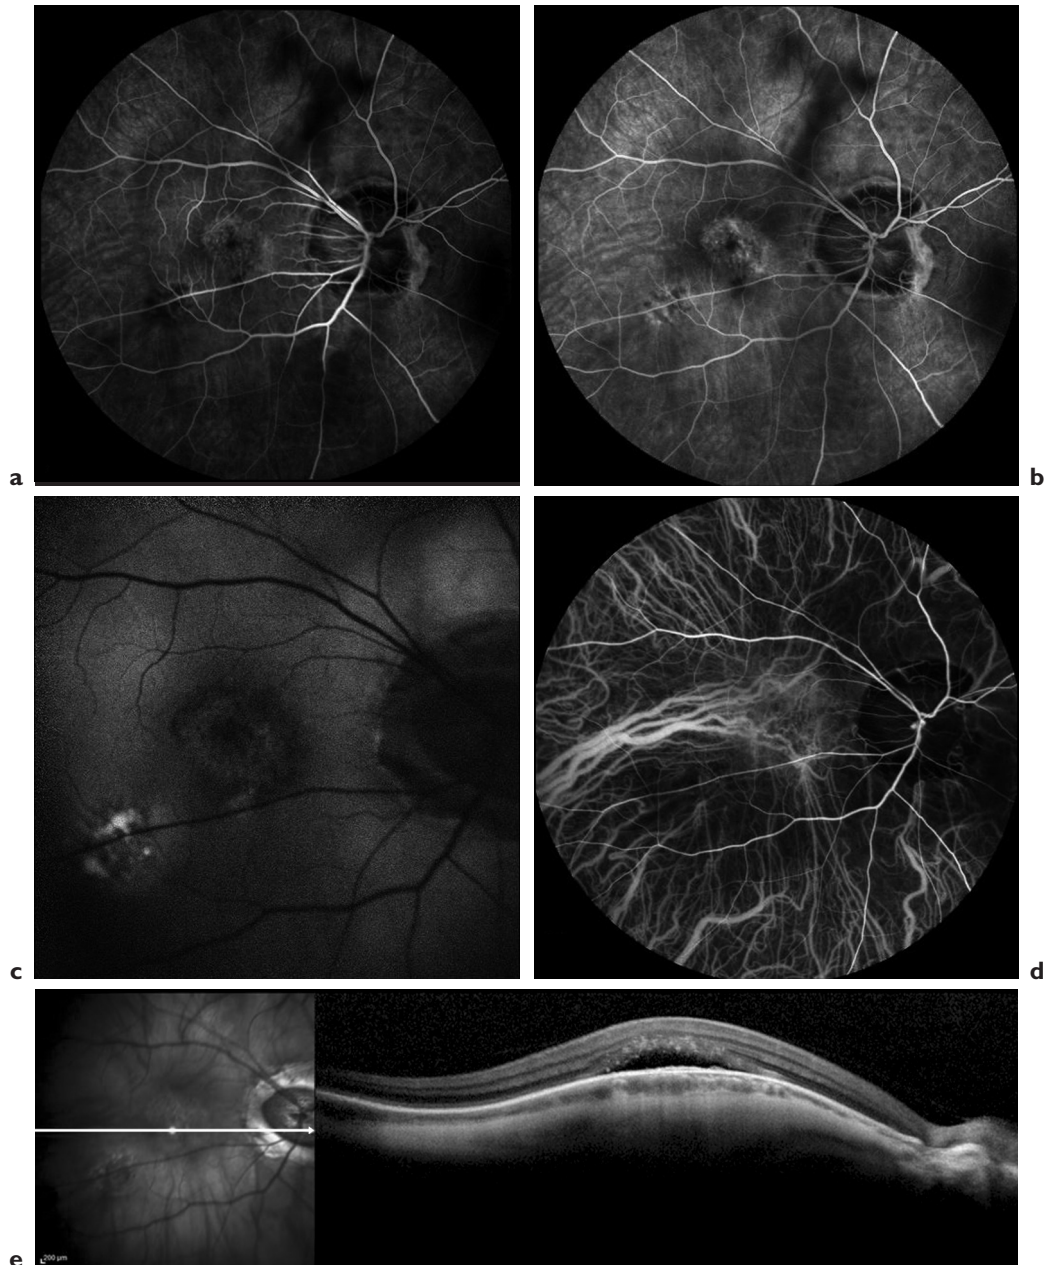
La macula bombée est associée à des plages d'atrophie de l'épithélium pigmentaire dans la région maculaire. Ces plages sont rapidement hyperfluorescentes dès le temps précoce de l'angiographie à la fluorescéine (AF) (a). Elles restent hyperfluorescentes au temps tardif, sans diffusion de colorant (b). Ces plages sont au contraire hypoautofluorescentes sur les clichés en autofluorescence (c). L'angiographie au vert d'indocyanine est normale (d). Un décollement séreux rétinien non détectable à l'angiographie est parfois visible en tomographie en cohérence optique au sommet de la voussure maculaire (e).
